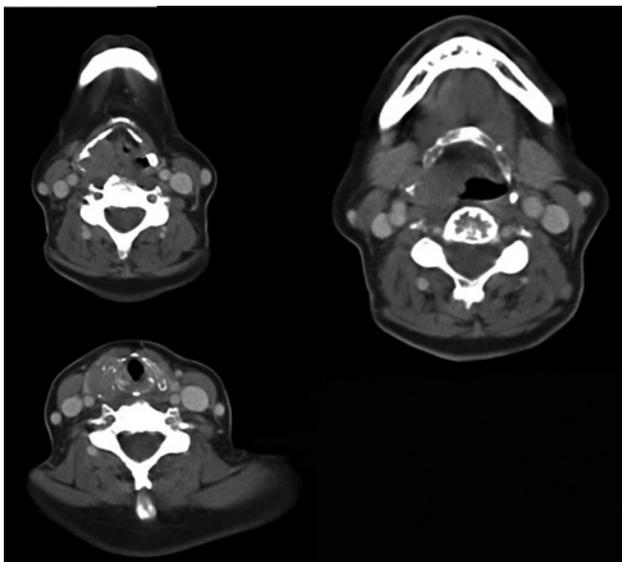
TAC axiales seriados de forma que se observa como la lesión oblitera el seno piriforme derecho en íntimo contacto con el cartílago tiroideo que lo infiltra y destruye haciéndose extralaringeo.
